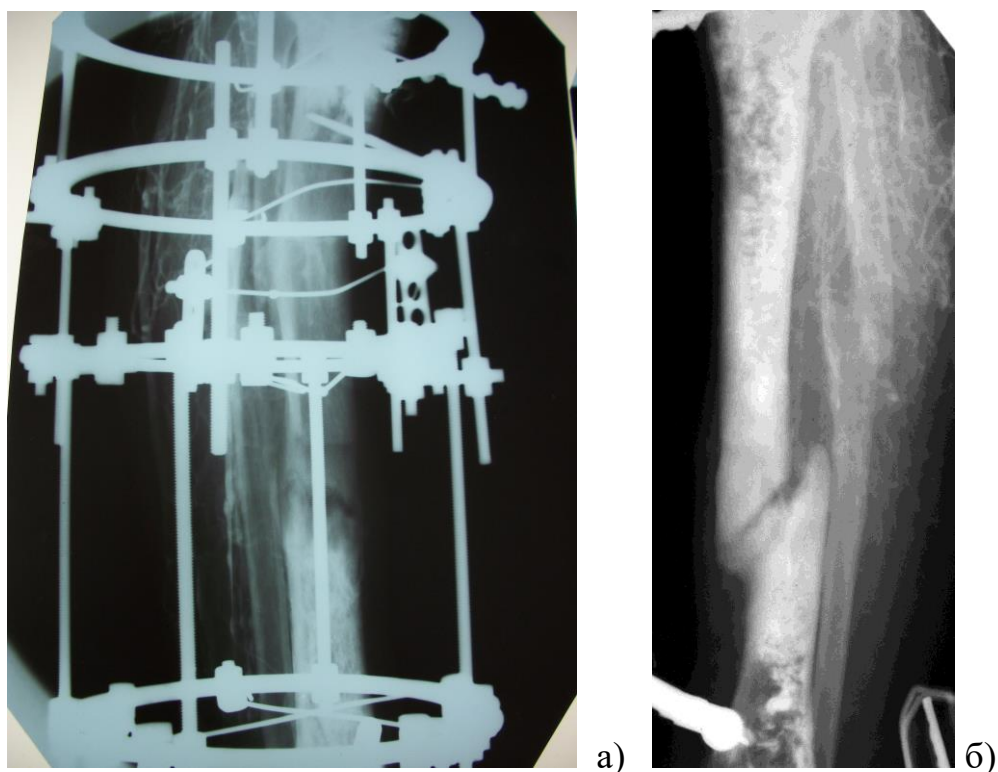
Фото рентгенограм: а) малоінтенсивне контрастування периостальних та м'якотканиних судин проксимального та дистального фрагментів великогомілкової кістки; б) формування безсудинної зони з дилатацією та звивистістю центрального венозного синусу. Симптом ампутації.
